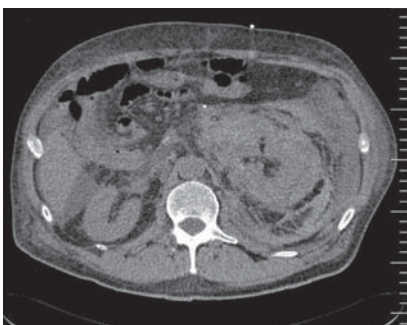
CT angiografia – priečný rez. Ruptúry ľavej obličky po páde z bicykla (pacient na obrázku 17.13.4).
